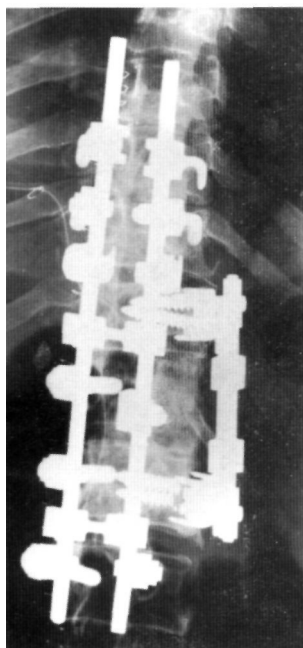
A y B. El caso mostrado en la figura 1 se resolvió mediante artrodesis postero-lateral instrumentada con sistema TSRH desde T9 a L2. Radiografías antero-posterior y lateral.
